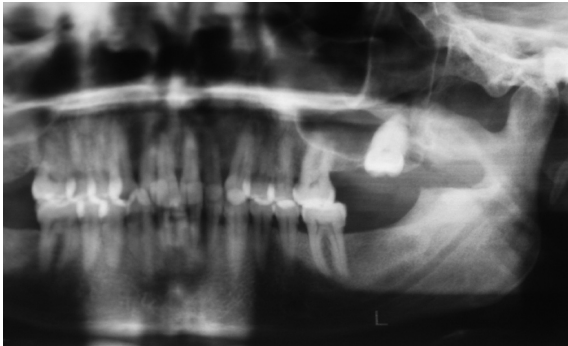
Radiographie panoramique postopératoire montrant la cavité résiduelle.
